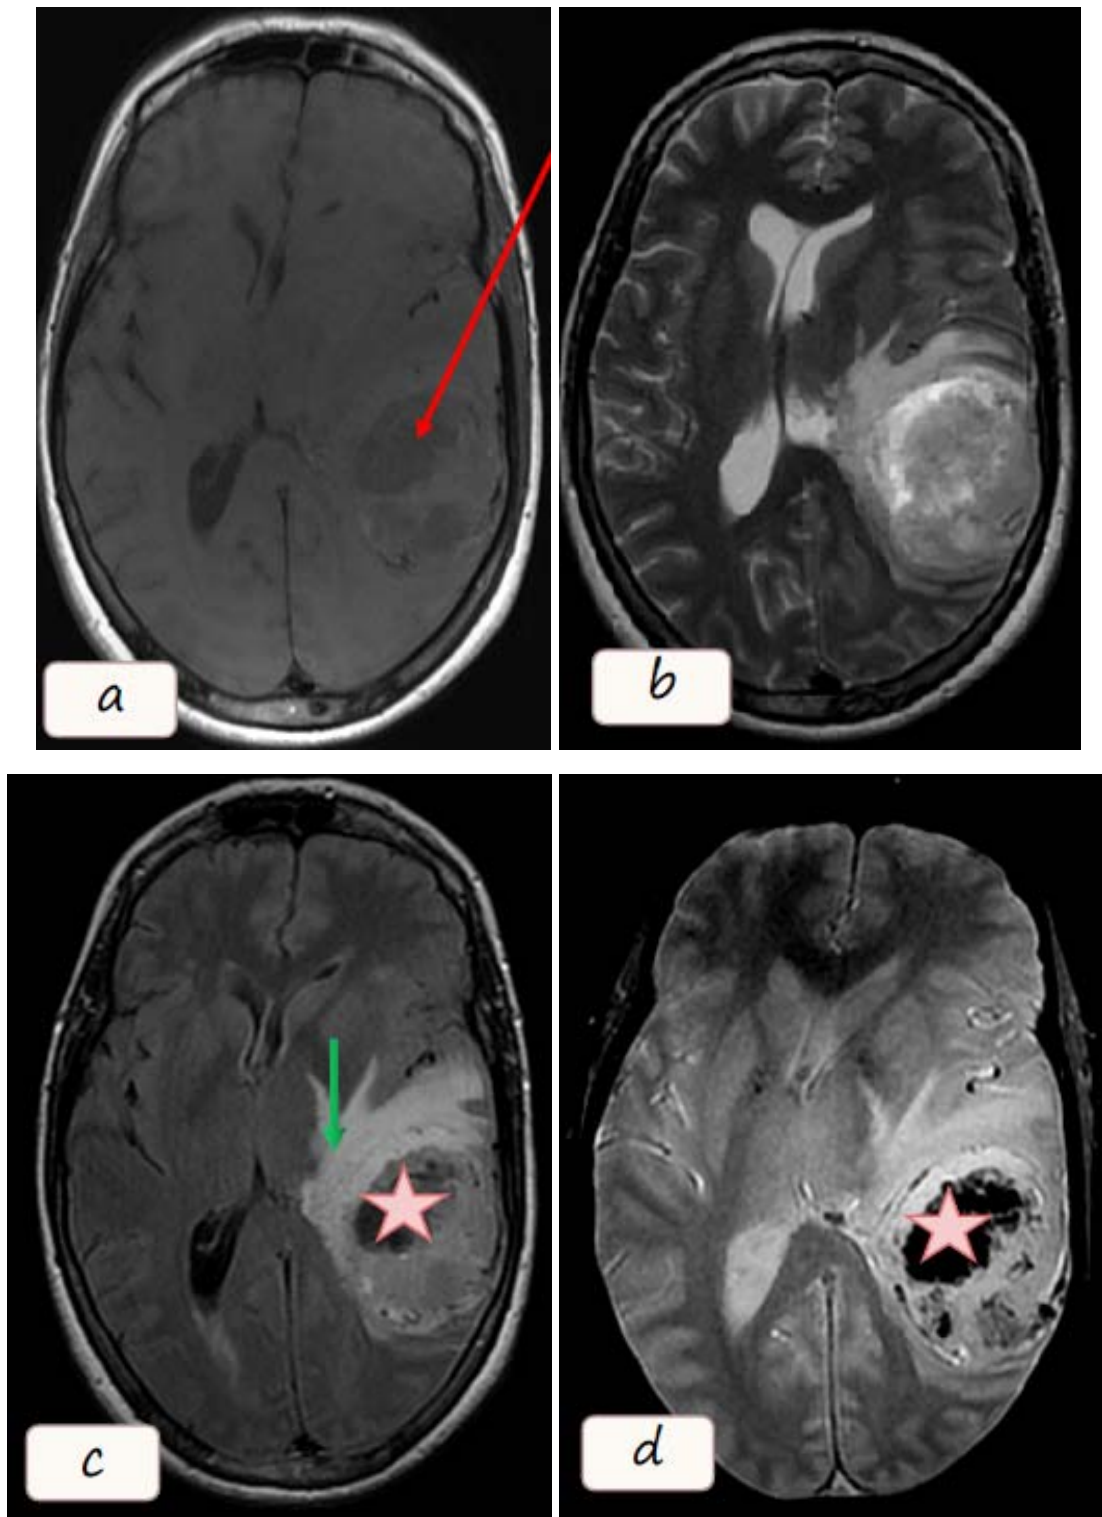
séquences d'IRM en coupes axiales T1(a), T2(b), Flair(c) et T2 écho de gradient objectivant la tumeur (flèche rouge long), la plage péri tumorale (flèche courte verte) et les remaniements nécrotico-hémorragiques(étoiles)
